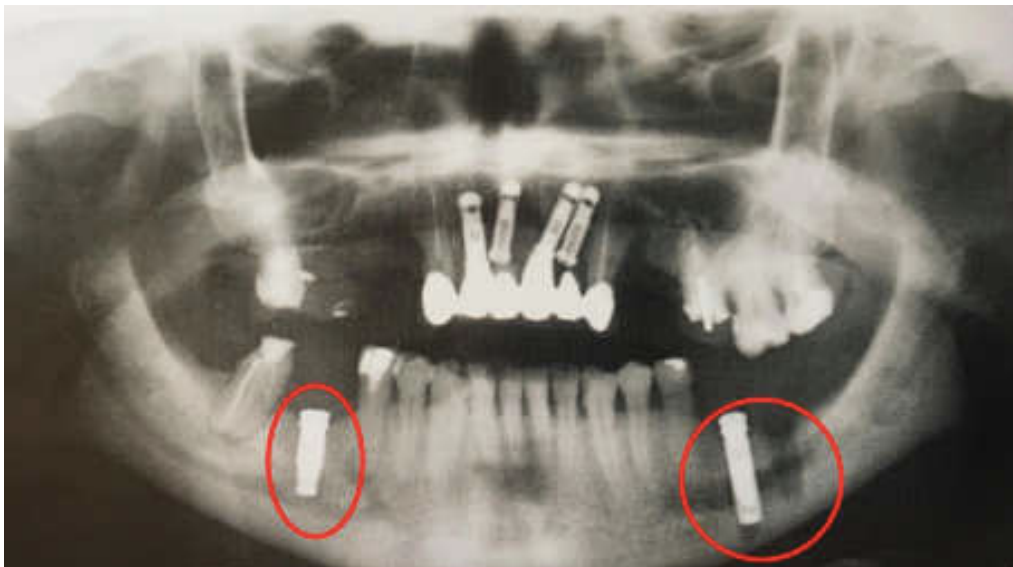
Radiographie panoramique sur un patient présentant des paresthésie à gauche et à droite (document d'expertise : Philippe Leclercq)(79)
